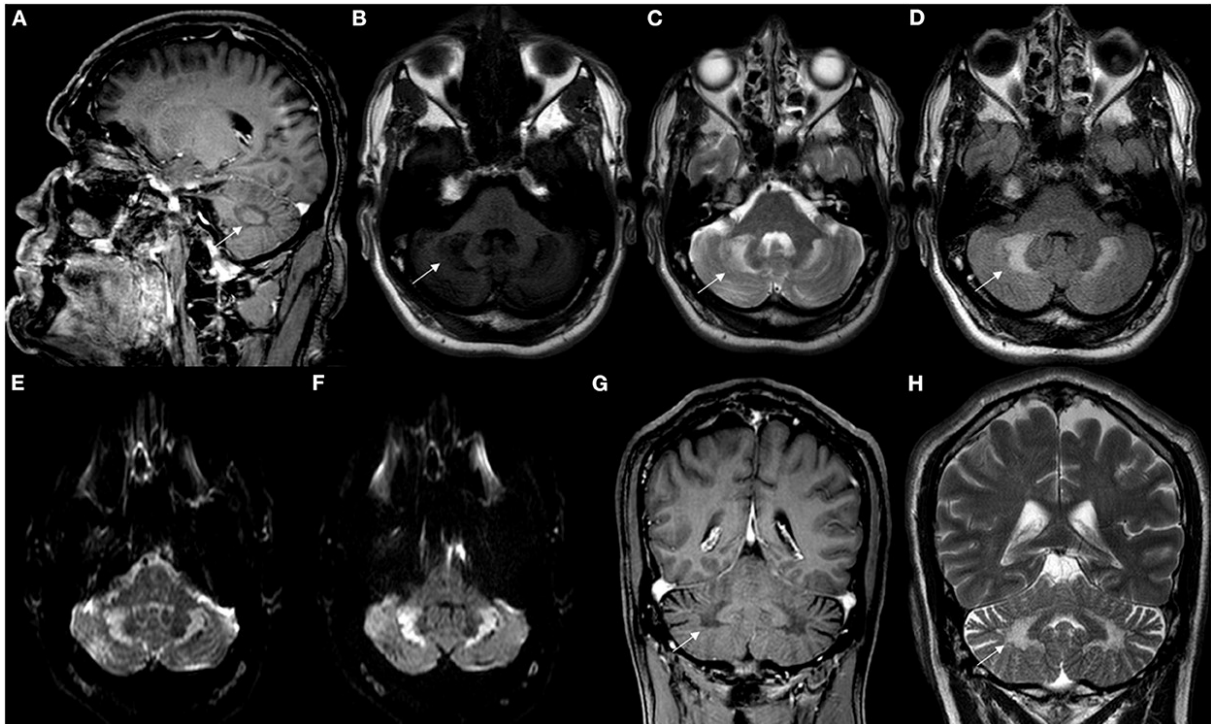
Achados em neuroimagem em CTX. (A) RM de crânio em T1W sagital revelando atrofia cerebelar leve. (B-G) RM de crânio axial mostrando hipersinal envolvendo a substância branca cerebelar e núcleo dentado (setas brancas) em FLAIR (B-E) e T2W (F, G). RM de crânio axial mostrando hipossinal leve envolvendo substância branca cerebelar e núcleo dentado em T1W (H) e sequência SWI (I). RM de crânio coronal mostrando hipersinal (setas brancas) envolvendo substância branca cerebelar e núcleo dentado em T2W (J).
